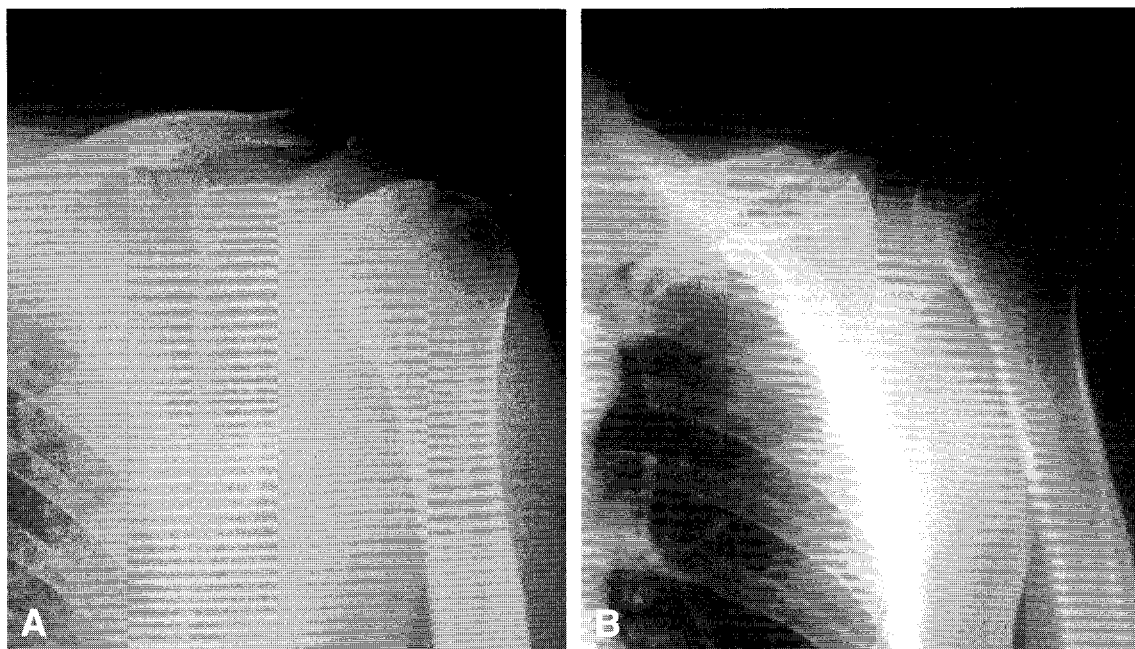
A. Preoperative plain radiograph of the shoulder. Radiograph shows soft tissue mass on the shoulder. B. At 2 years 11 months after operation, no bony invasion of tumor and bony structure destruction.
